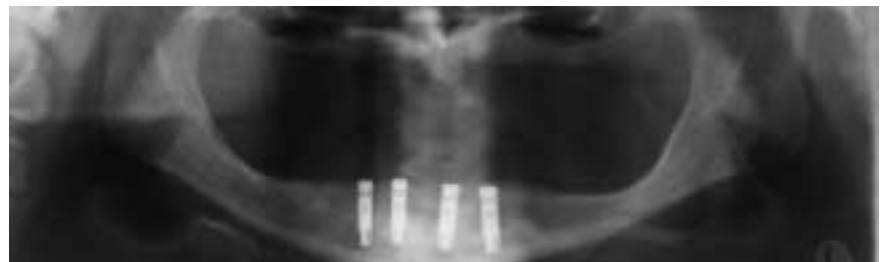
Orthopantomogramm post implantationem 34, 32, 42, 44
